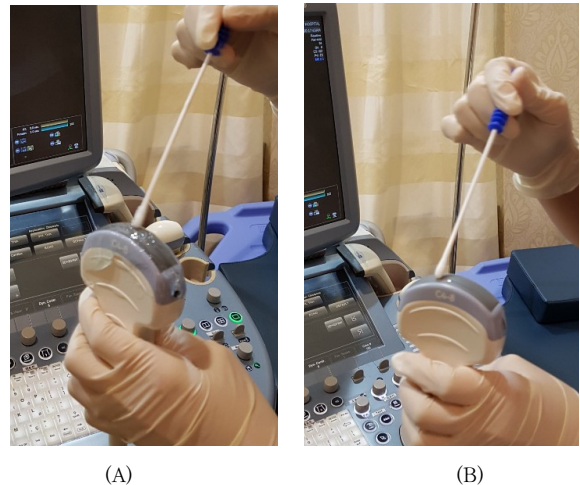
Sampling after ultrasound exam (A) before cleaning the ultrasonic gel, (B) after cleaning the ultrasonic gel
